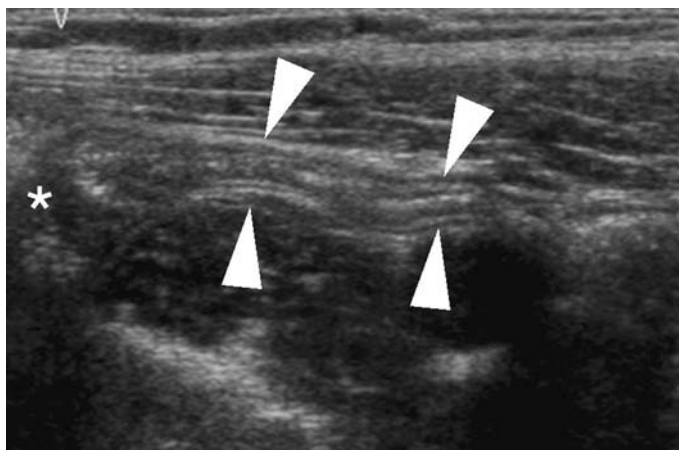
Appendice normal en échographie (têtes de flèches). Les trois couches de la paroi sont individualisables : couche interne hypoéchogène (muqueuse), intermédiaire hyperéchogène (sous-muqueuse), externe hypoéchogène (muscleuse). L'appendice est rattaché au bas-fond caecal (*).
